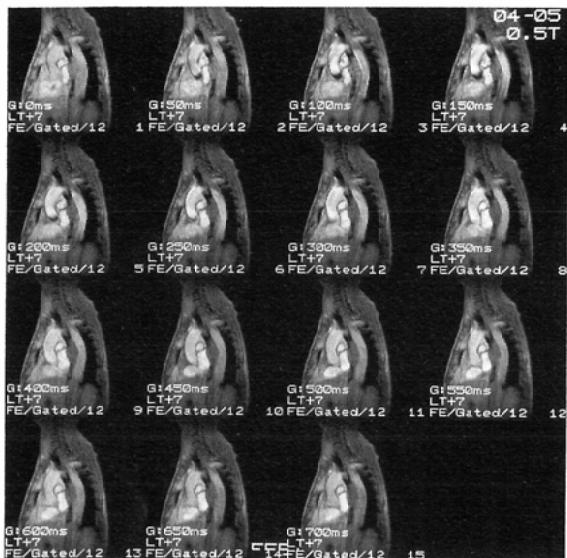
Cine-MR imaging. We used the technique of field echo pulse sequence [37~45/12/3 (TR/TE/excitations), flip angle 30°].
